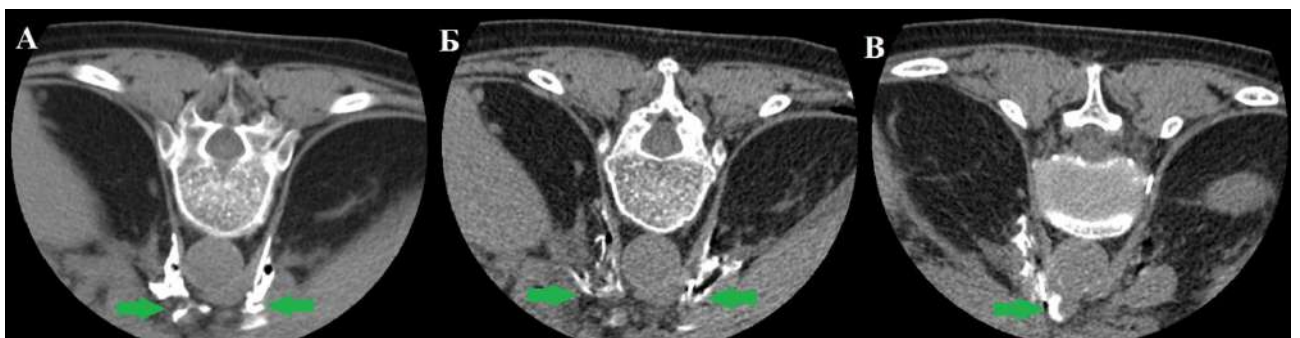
Комп'ютерна томографія. Пацієнтка, 64 роки, страждає на рак підшлункової залози. Симпатолізис за допомогою двобічного заднього
